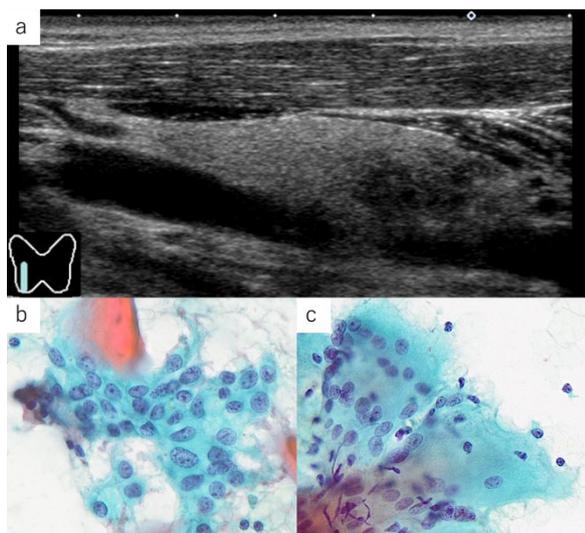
亜急性甲状腺炎。右葉下極に、形状不整・境界不明瞭粗雑・内部低エコーを示す結節様病変がみられ、乳頭癌が疑われる (a)。類上皮細胞 (b) や多核巨細胞 (c) が観察される。(a: 超音波Bモード、b&c: パパニコロウ染色・×40)
